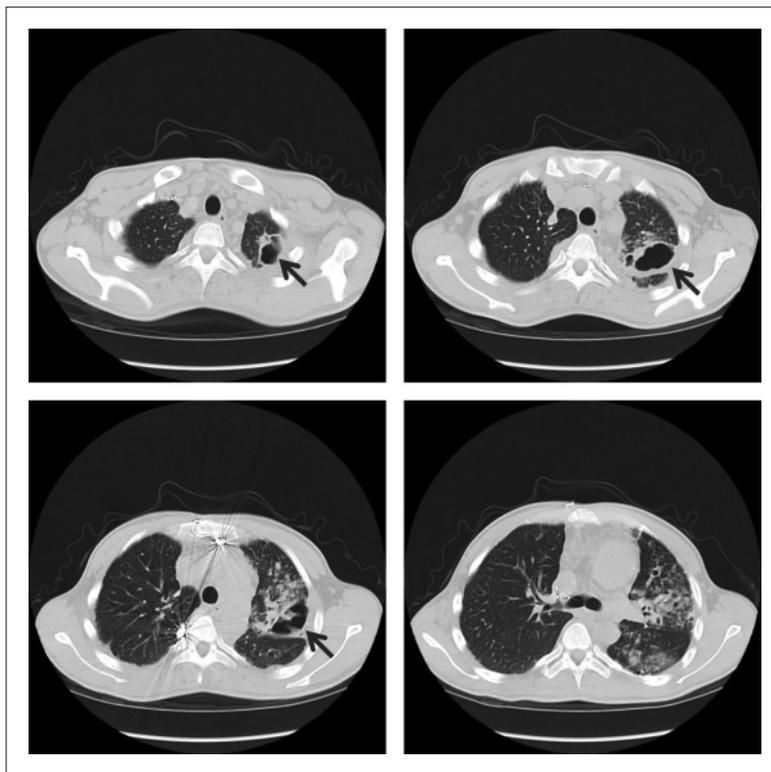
Computed tomograms of the chest, showing cavitory lesions in the left upper lobe (arrows).
